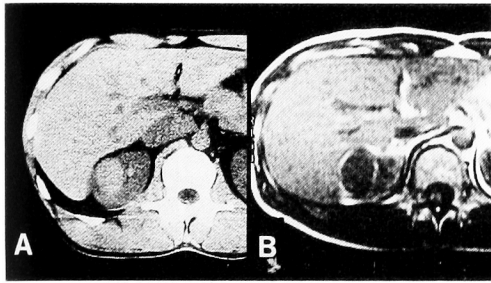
Radiological findings of case no. 14. A: CT scan shows a high density mass. B: MRI shows a isointensity mass.
